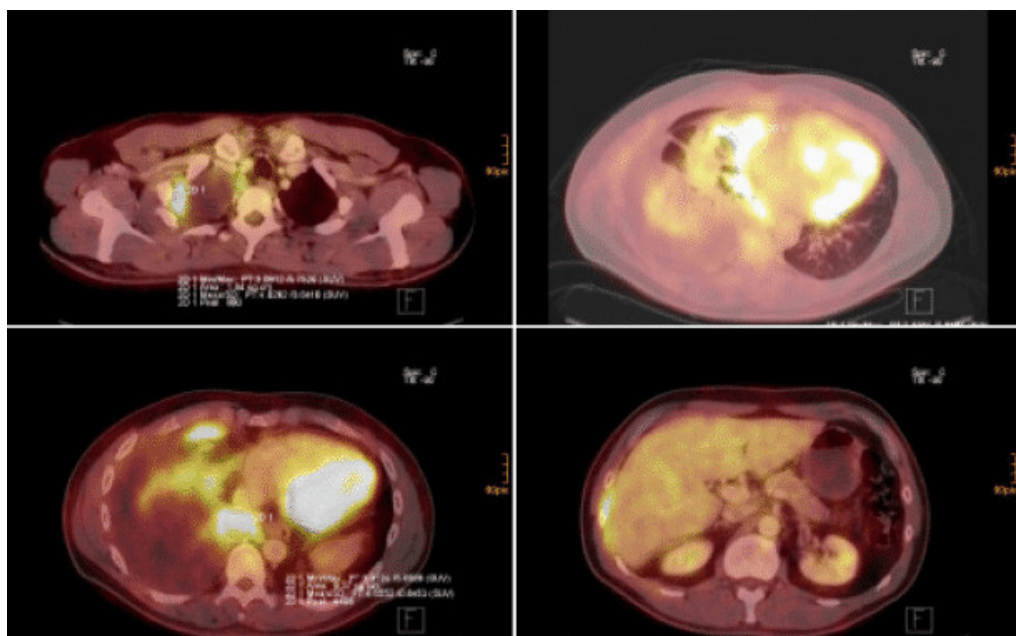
Immagini PET-TC di un mesotelioma pleurico maligno apicale destro che coinvolge la pleura viscerale e parietale nell'area costodiaframmatica della pleura (in basso a sinistra e a destra) e il pericardio (in alto a destra). [Per gentile concessione di
